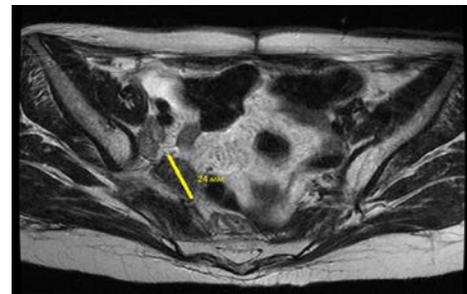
МРТ-снимок в горизонтальной проекции. Частичный ответ после 4-х введений пембролизумаба. 8-я неделя лечения. Таргетный очаг – 24мм
